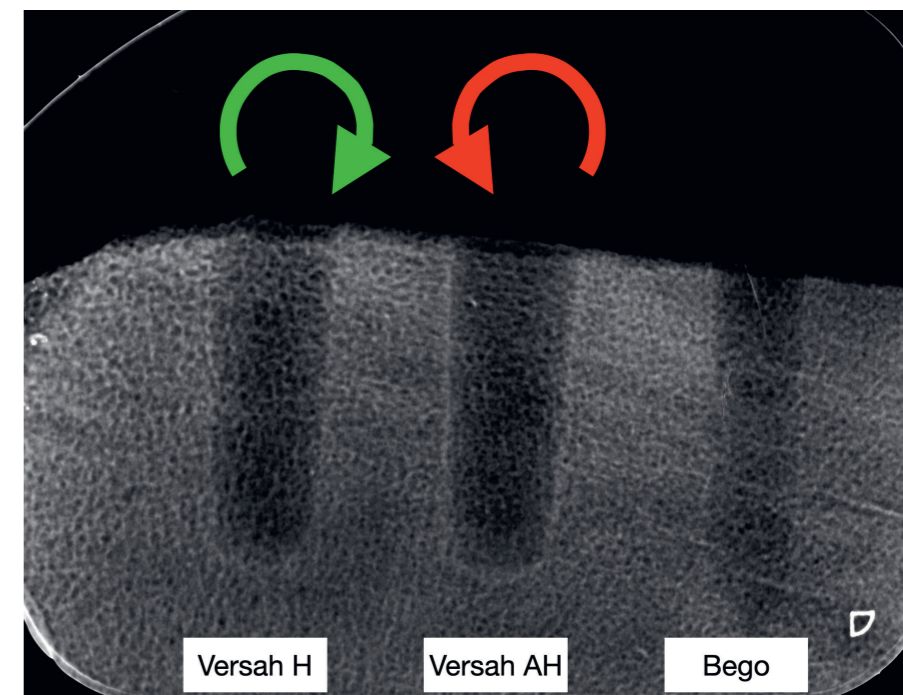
Radiographie du fragment d'épiphyse après les différents types de forages.
